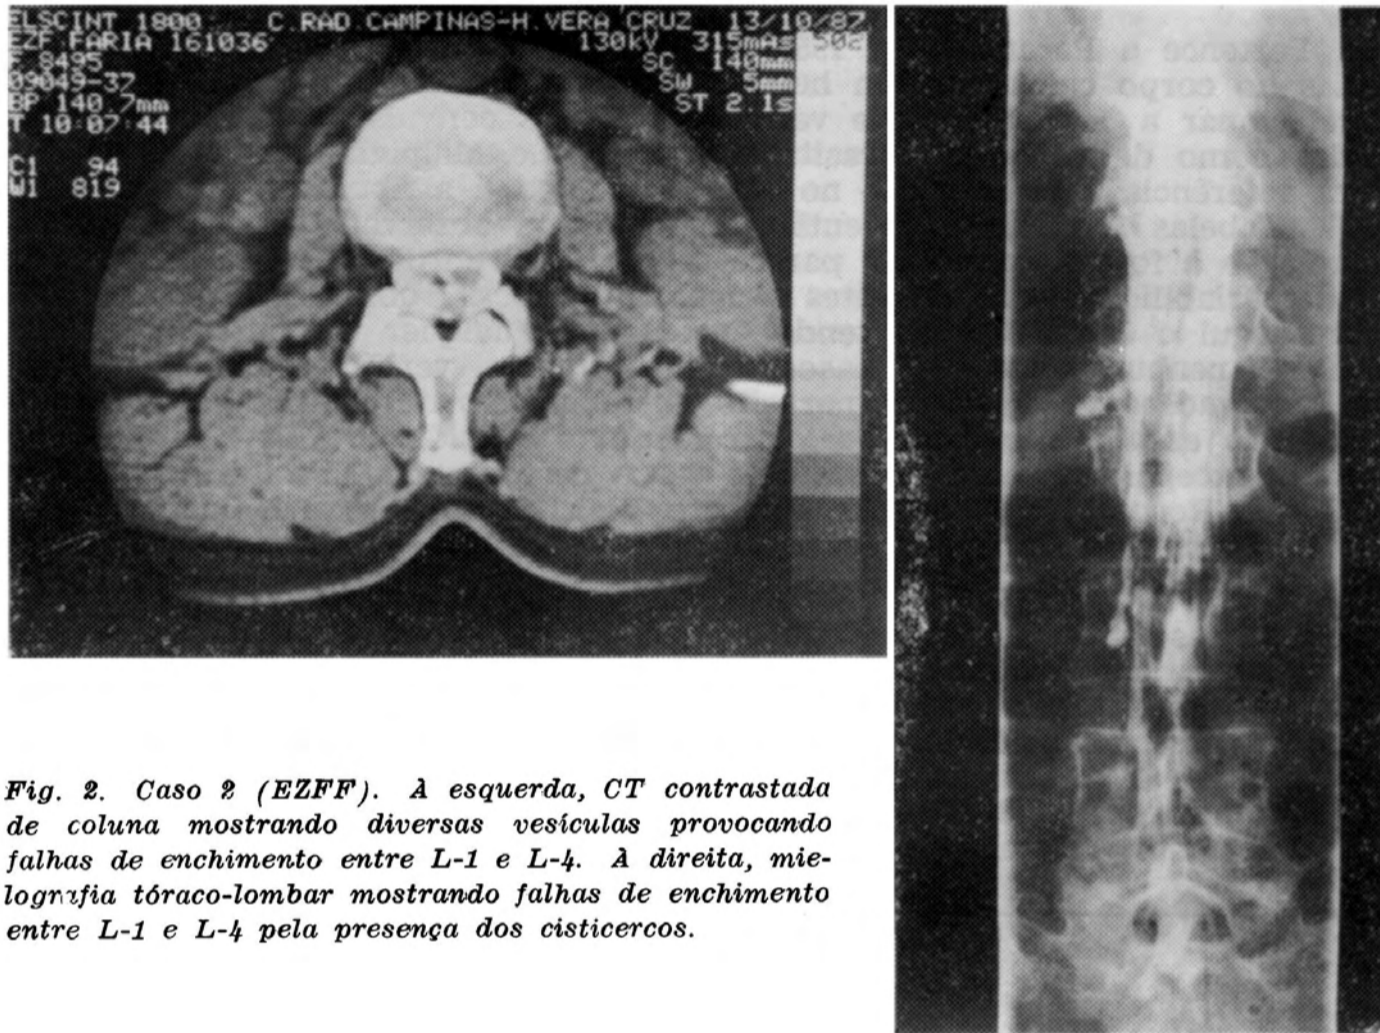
Caso 2 (EZFF). À esquerda, CT contrastada de coluna mostrando diversas vesículas provocando falhas de enchimento entre L-1 e L-4. À direita, mielografia tóraco-lombar mostrando falhas de enchimento entre L-1 e L-4 pela presença dos cisticercos.
